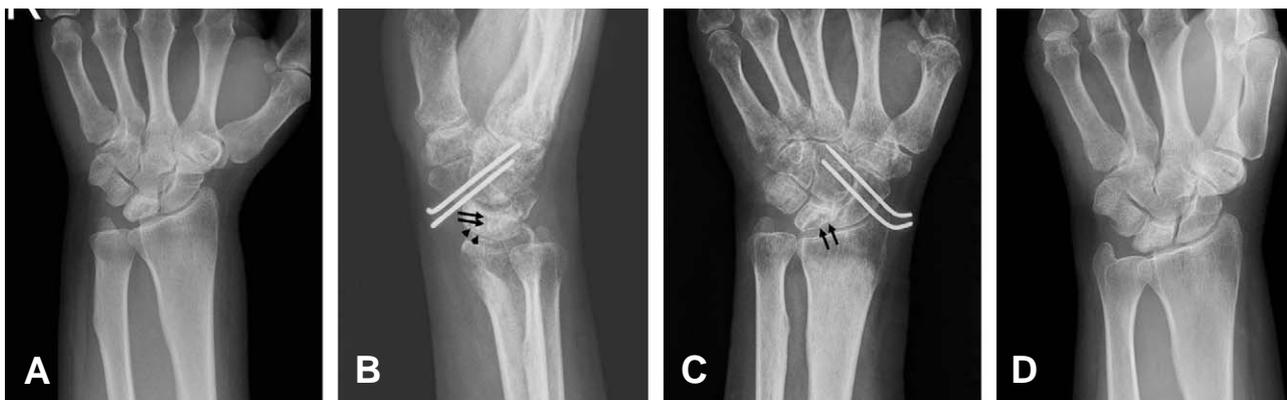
(A) The preoperative radiograph of 48 year-old woman with right wrist pain showed sclerotic collapsed lunete (Lichtman stage IIIB). (B) A lateral radiograph at 8 weeks after operation revealed subchondral fragmentation at anterior portion of lunete (allow heads). The grafted bone reached to the junction of anterior-mid lunete only (allows), (C) Radiograph at postoperative 6 months showed focal collapse of lunete (allows), (D) Radiograph at the last follow up (POD 86 months) revealed stable regenerated lunete.
